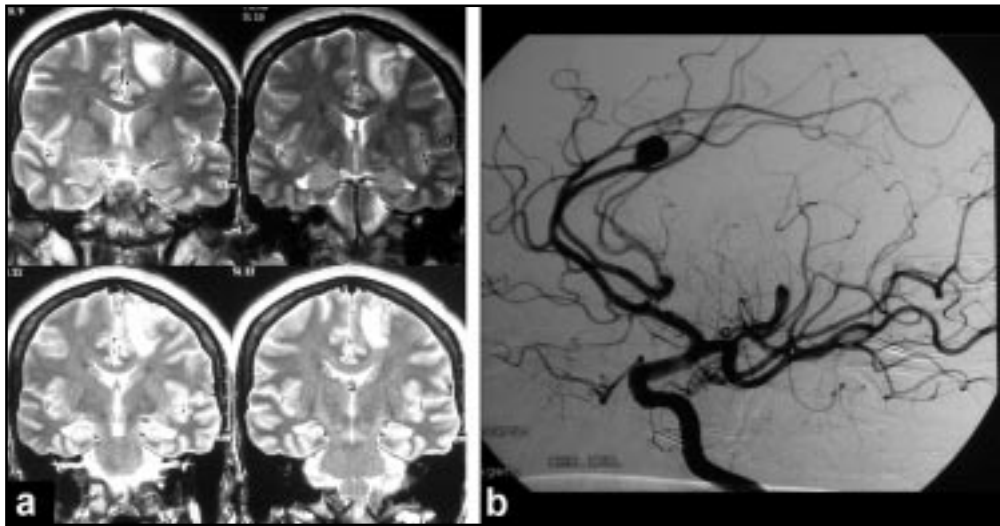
IRM ponderada en T2, se observa imagen hiperintensa frontal izquierda, en situación córtico-subcortical y parasagital, correspondiente a un infarto venoso. Figura 1b. Angiografía cerebral por sustracción digital, se observa formación aneurismática sacular dependiente de arteria pericallosa izquierda.
